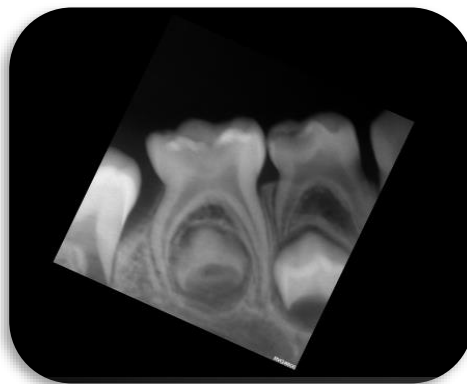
radiografía periapical, se observa la extensión de la sombra radiolúcida en oclusal y el espacio correspondiente al ligamento periodontal
